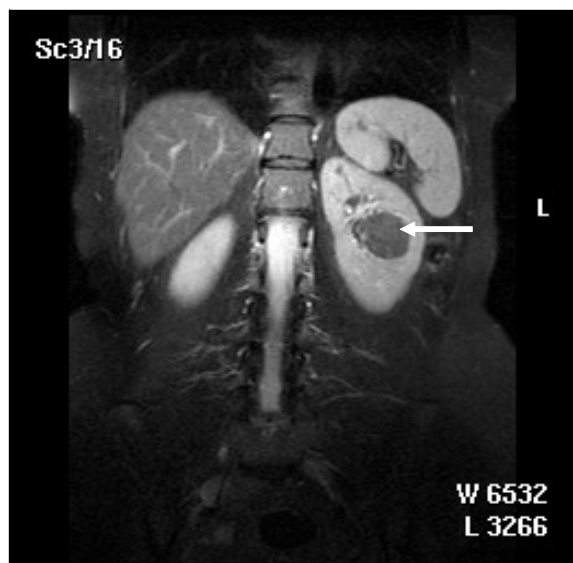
Магнитно-резонансная томограмма почек.
